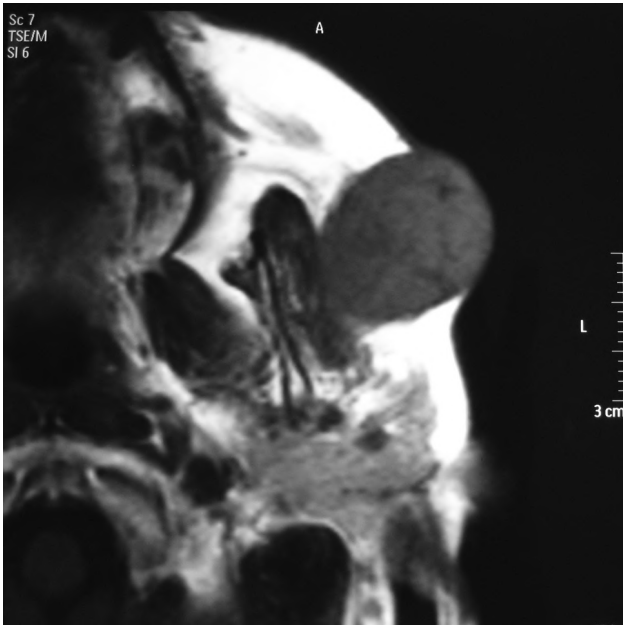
Resonancia magnética sin contraste.
